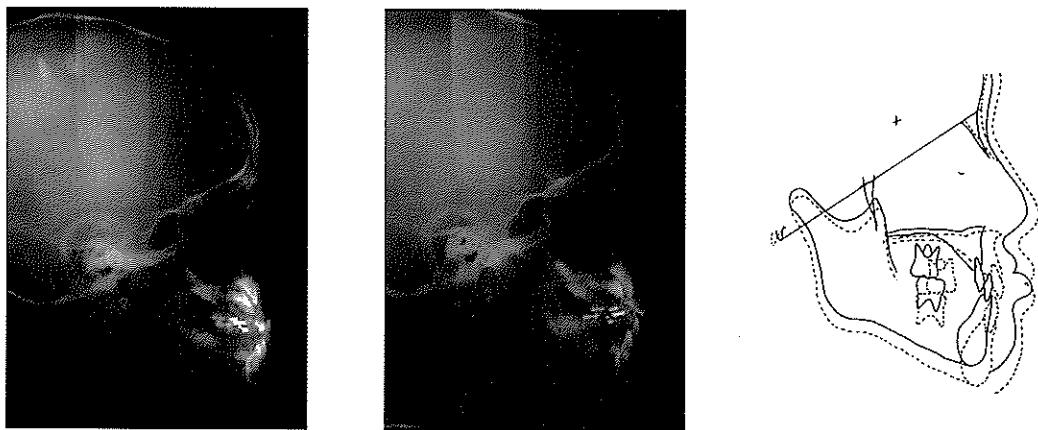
TTBA 적용 전, 후 측모두부규격 방사선 사진 및 종철 그림
